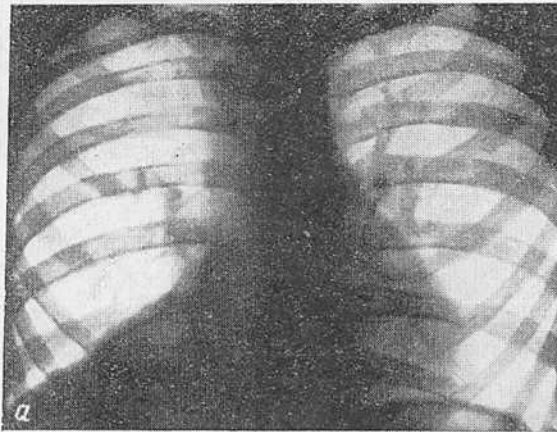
Рентгенограмма грудной клетки в передней проекции в возрасте 9 лет (а) и через 15 лет (б).
